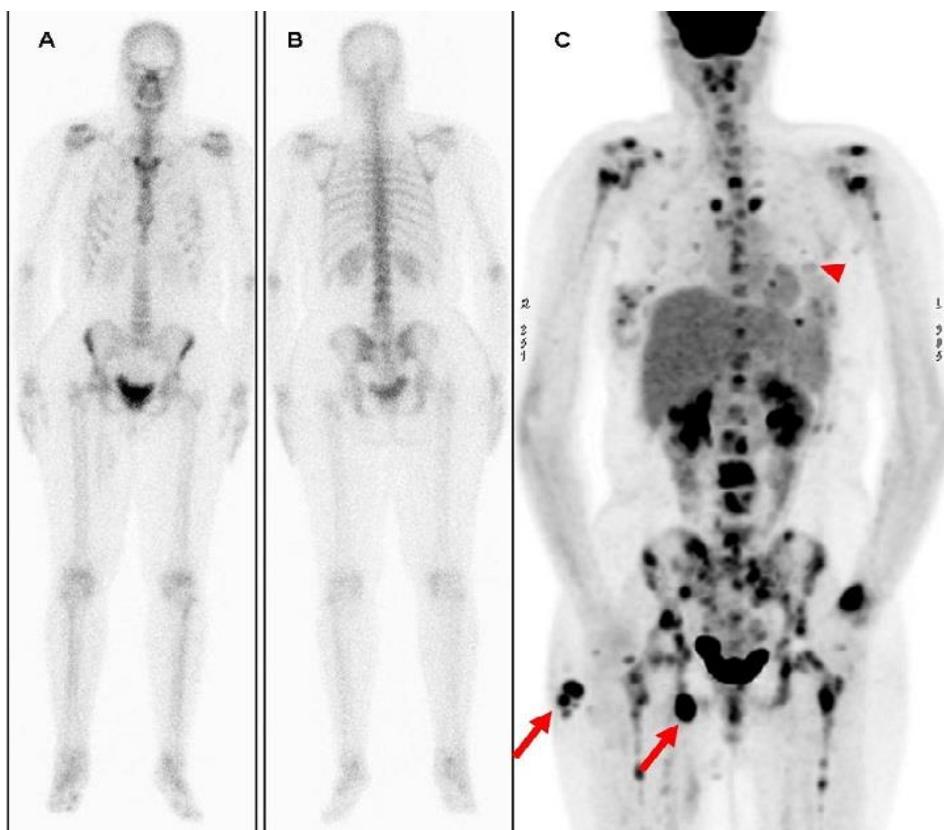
Scintigraphie osseuse en vue antérieure (A) et postérieure (B) montrant une fixation normale sur l'ensemble du squelette. Aucun foyer de localisation secondaire n'a été décelé. (C) TEP au 18-FDG montrant de multiples foyers d'hypermétabolisme aux niveaux de la fesse (flèche) et d'adénopathies inguinales droites (flèche), du poumon gauche (pointe de flèche) et de l'ensemble du squelette
